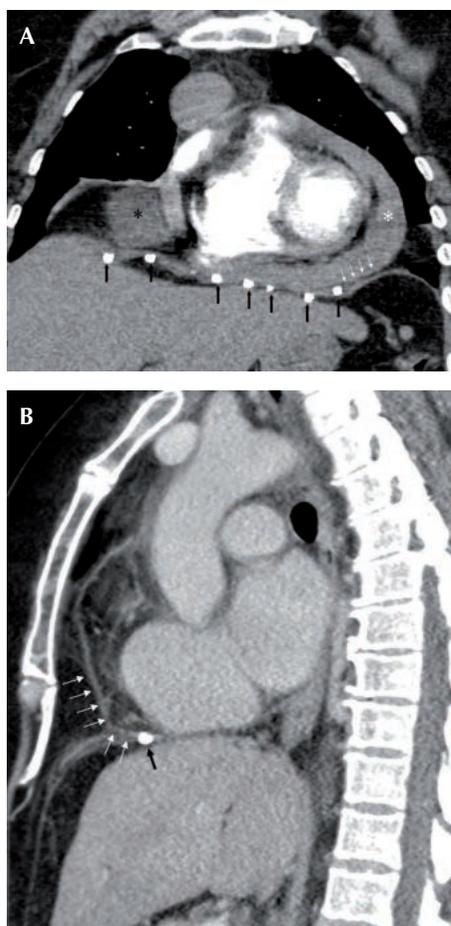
Tomografía en un caso de taponamiento cardíaco tras reparación laparoscópica de una hernia de Morgagni. 6a) Visión coronal que muestra un gran derrame pericárdico y una colección líquida en el saco. Las suturas espirales (flechas negras) se muestran en contacto directo con el pericardio (flechas pequeñas). 6b) Visión sagital (b) un mes más tarde donde se demuestra que el derrame se ha resuelto. Todavía se ven las suturas espirales penetrando el pericardio.
